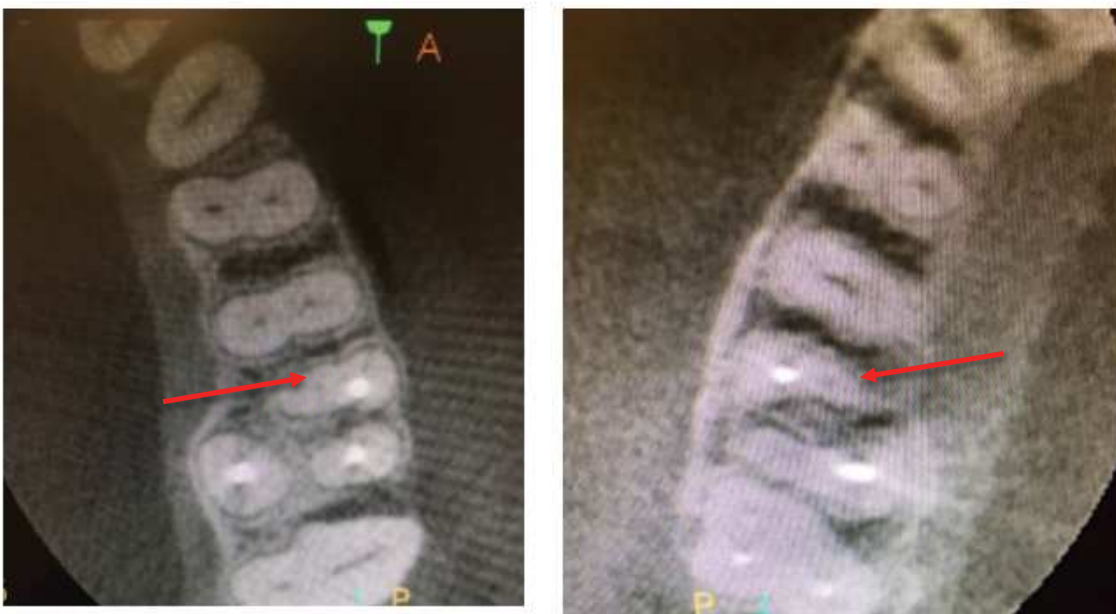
Coupes de CBCT montrant des MV2 non traités
